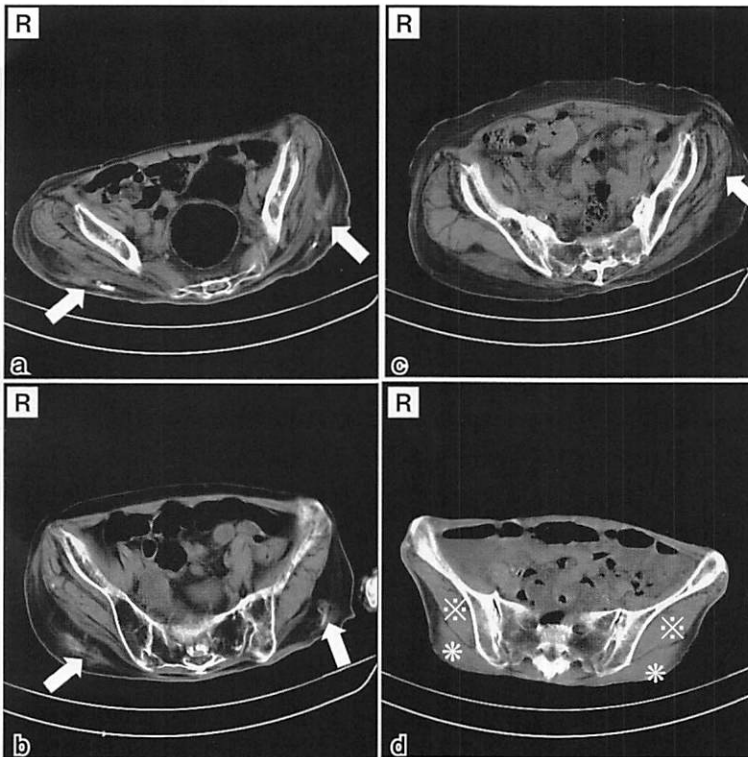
骨盤CT (腸骨外側の中臀筋(*)と内側背面の大臀筋(※)) (症例D)
